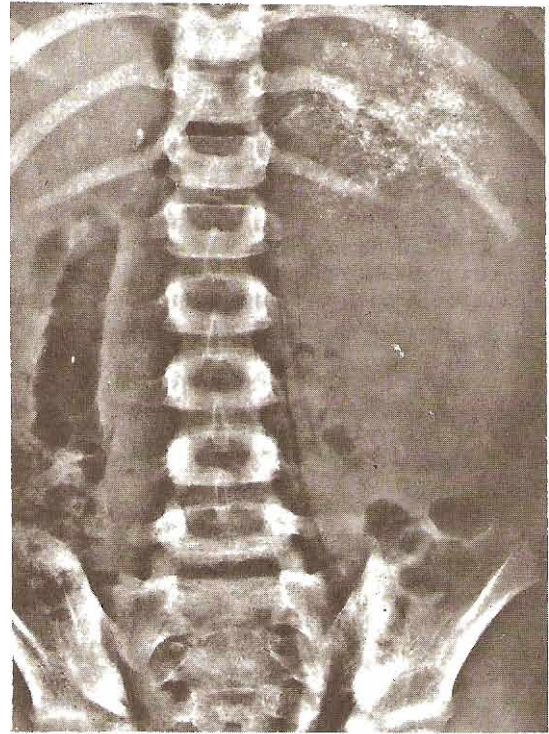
Neuroblastoma de la glándula suprarrenal. Radiografía simple de un niño de 7 años, que muestra una gran masa que ocupa el flanco izquierdo. La clasificación puntiforme en la porción superior es clásica del neuroblastoma.
